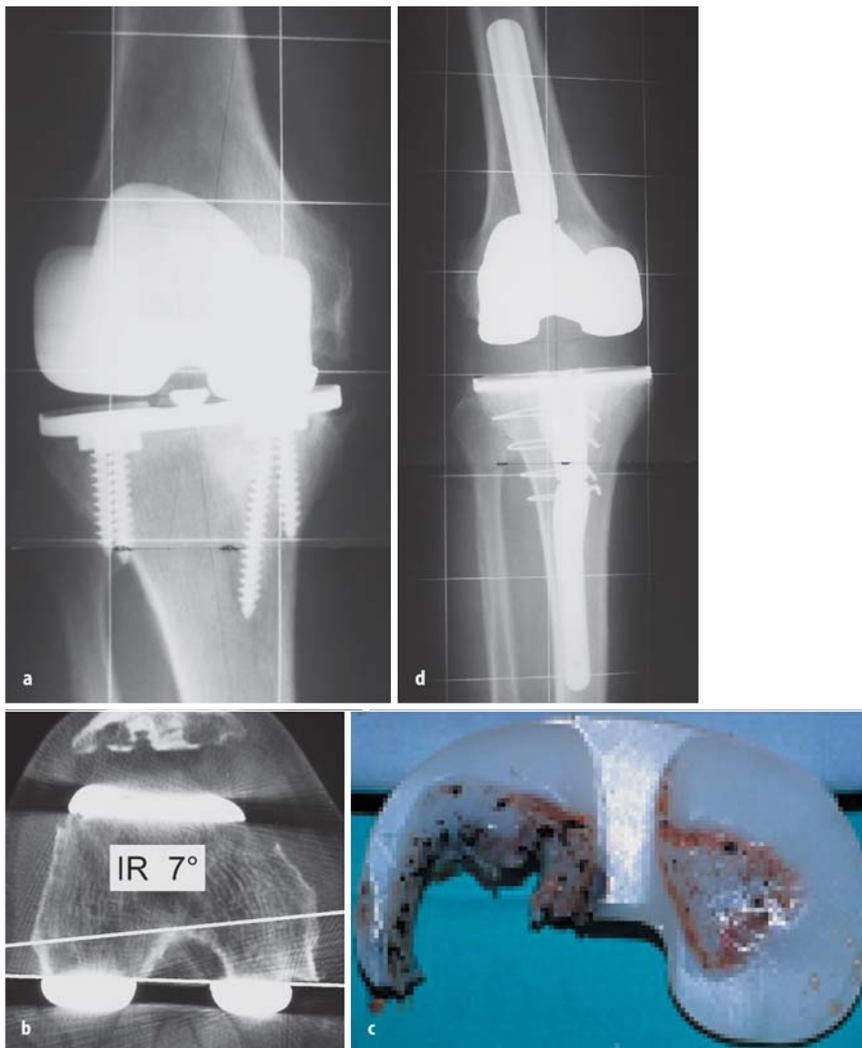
d ▲ Maligne Kombination: 72-jähriger, sehr aktiver Patient mit vorzeitigem Prothesenversagen und medialem PE-Bruch (10 mm) nach 3 Jahren. a a.-p.-Röntgen mit medialem PE-Bruch und sekundärer medialer Instabilität; ursprüngliche Varusbeinachse von 9° (jetzt 13°). b CT-Innenrotationsfehlstellung der Femurkomponente von 7°, (Tibia normal). c Posterior medialer vorzeitiger PE-Verschleiß mit Metallabrieb an der Tibiabasisplatte. d Postoperatives Röntgen nach erfolgreicher Revision mit Wechsel der Komponenten auf ein Revisionsssystem mit PS-Gleitflächen
